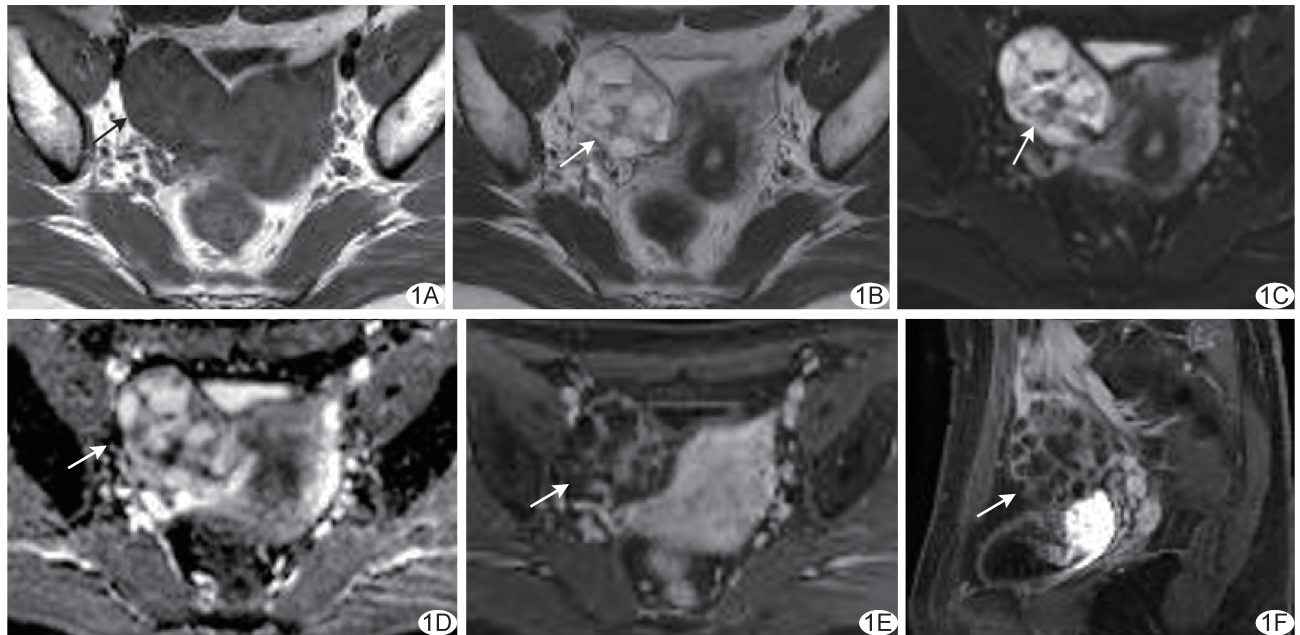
患者女,46岁,右侧OGCT A~F.MRI示右侧附件区囊性为主病灶,呈T1WI等信号(A)、T2WI等-高混杂信号(B)、DWI高信号(C),ADC图示实性部分低信号(D),增强后囊壁、分隔及实性部分明显强化,可见蜂窝征(E、F) (箭示病灶)
